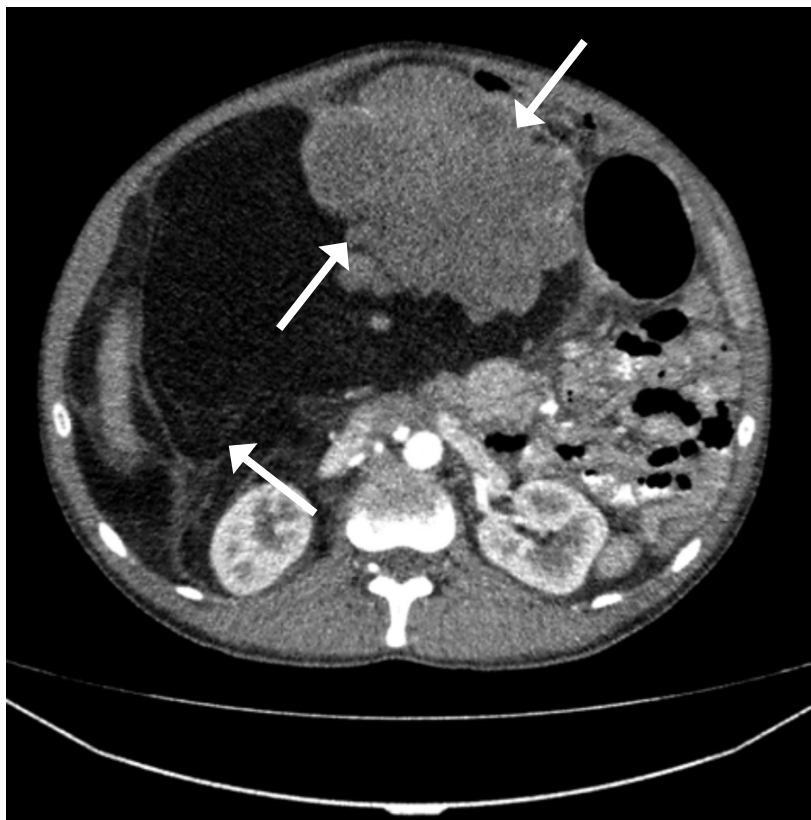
Tomografía computada multidetector (TCMD) de abdomen y pelvis con contraste endovenoso. Se evidencia formación sólida heterogénea de densidad predominantemente grasa con desplazamiento de estructuras adyacentes asociado a componente de densidad de partes blandas de aspecto vegetante con realce heterogéneo.
